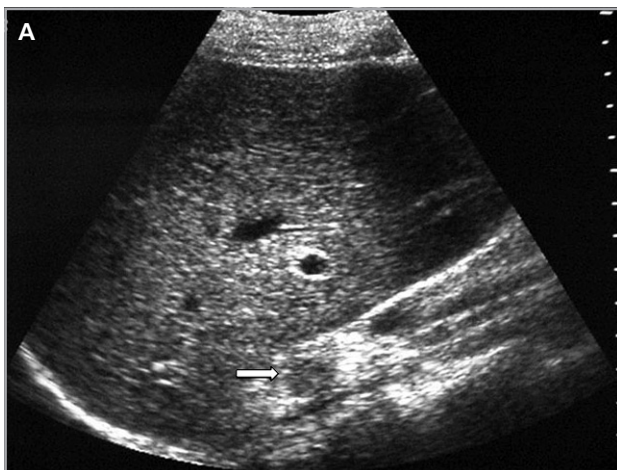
Incidentaloma suprarrenal. Imagen de ultrasonido en región suprarrenal derecha, donde se demuestra una lesión nodular hipoeocógena (flecha), de carácter inespecífico (a). Reformateo coronal de tomografía computada (b), demostrando una lesión hipodensa y homogénea (cabeza de flecha), con los caracteres de un adenoma típico.
